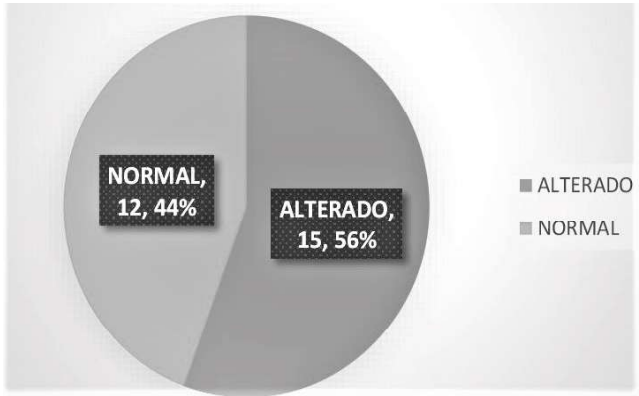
Pacientes estudiados, en función a los resultados de la ecografía Doppler. Fuente: Resultados del estudio.
